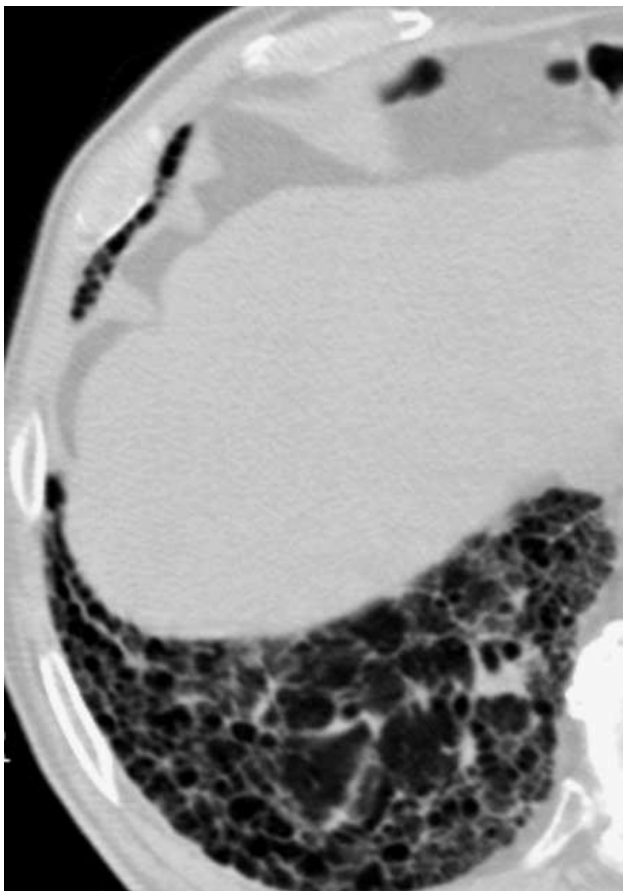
Фрагмент компьютерной томограммы высокого разрешения нижней доли правого легкого у пациента с обычной интерстициальной пневмонией (идиопатическим фиброзирующим альвеолитом). Фиброзные изменения по типу “сотового легкого”.
